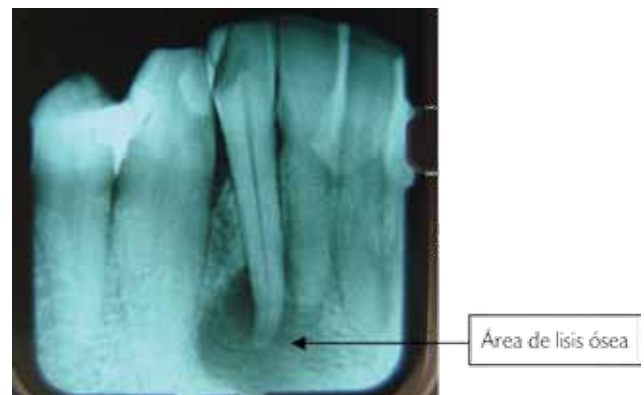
Imagen radiológica, en la que se observa absceso periapical en el incisivo lateral inferior derecho.
